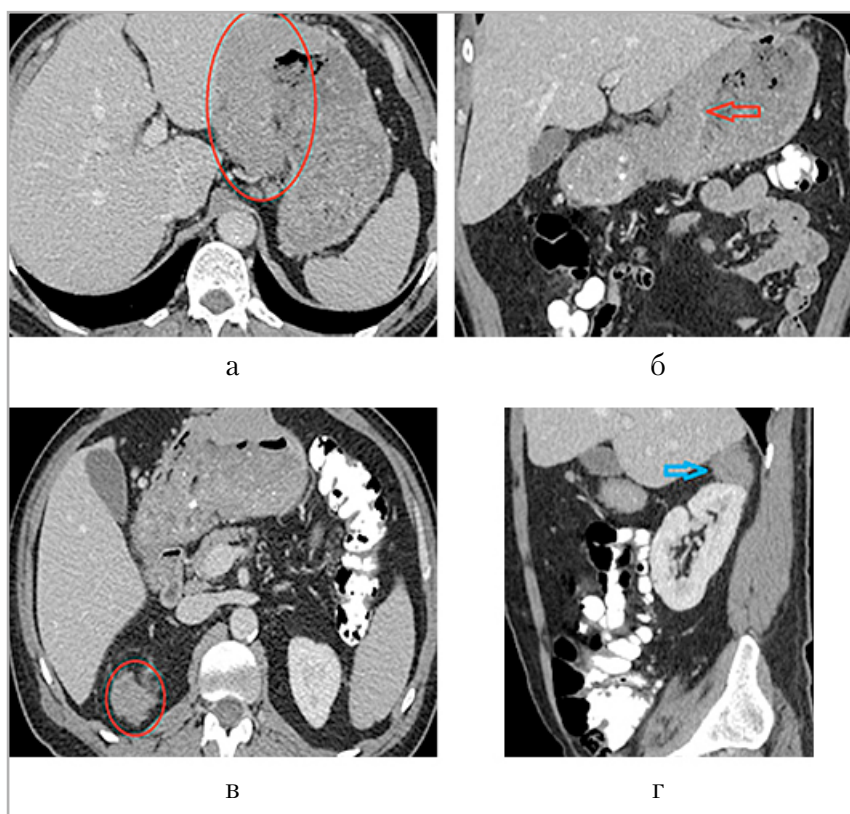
Мультиспиральные компьютерные томограммы органов брюшной полости и забрюшинного пространства: *а, в* — аксиальная проекция; *б* — коронарная проекция; *г* — сагиттальная проекция. Диффузное утолщение стенки желудка от дна и до пилорического отдела по малой кривизне желудка (*а* — красная стрелка, *б* — красная стрелка). В периренальном пространстве справа дополнительное мягкотканное образование с нечетким контуром, неоднородной структуры и тесно прилежащее к верхнему полюсу почки (*в* — красная стрелка, *г* — синяя стрелка)
